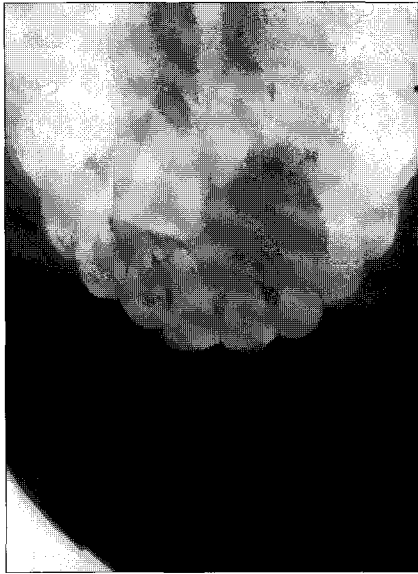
Occlusal radiograph demonstrating a well defined radiolucent lesion containing multiple radiopacities around the crown portion of the impacted left maxillary central and lateral incisor.
